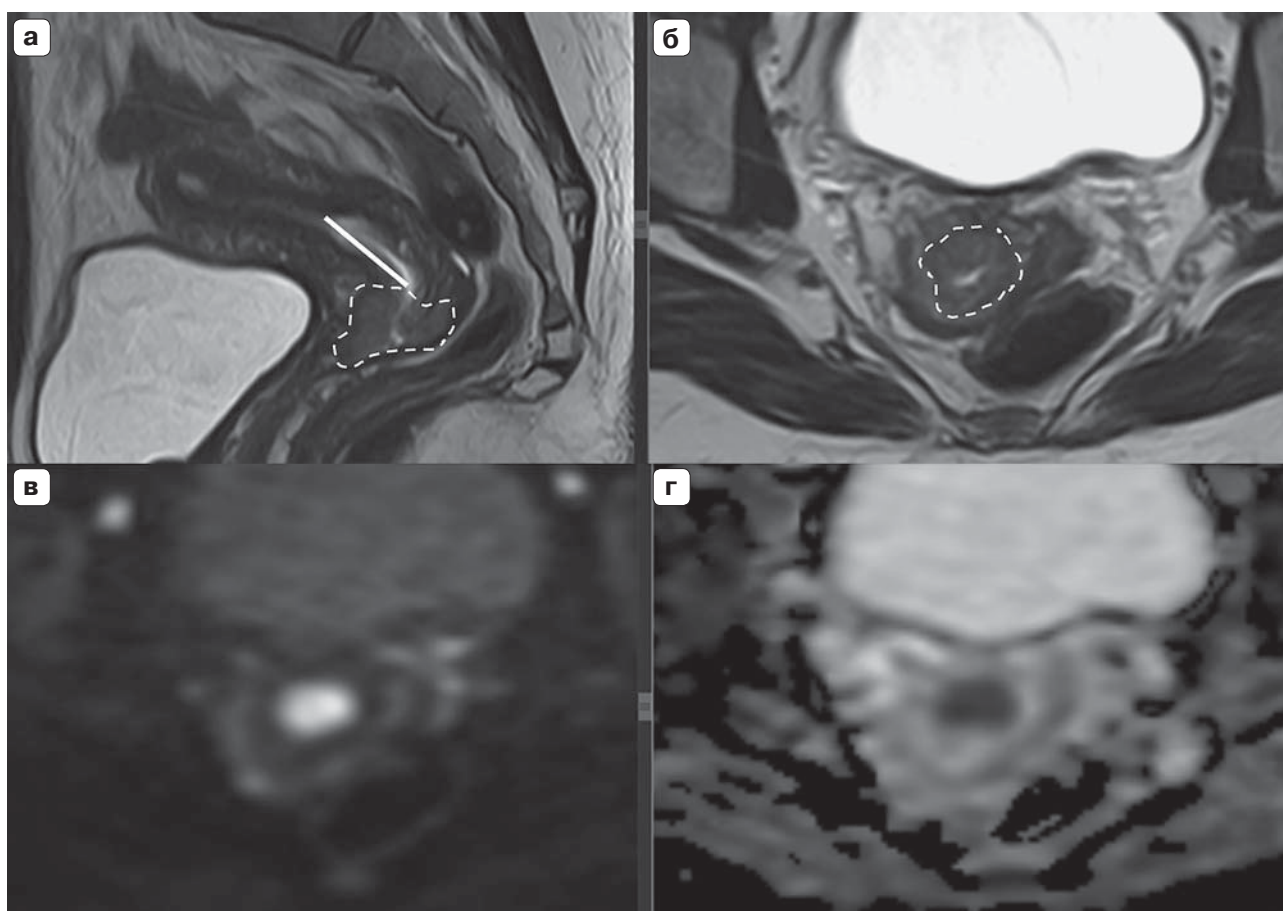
МР-томограммы таза больной РШМ (стадия IB1, FIGO). а – Т2ВИ в сагиттальной проекции; б – Т2ВИ в плоскости, перпендикулярной длинной оси шейки матки; в – ДВИ с b-фактором 1000 с/мм²; г – параметрическая карта ИКД. Белая линия демонстрирует измерение расстояния в краниокаудальном направлении от внутреннего зева матки до визуального верхнего контура опухоли. Опухоль (оконтурена пунктирной линией) локализуется во влагалищной порции шейки матки (в пределах стромы), на Т2ВИ имеет сигнал средней интенсивности, при выраженном ограничении диффузии (высокий сигнал на ДВИ с параллельно низким сигналом на ИКД).
